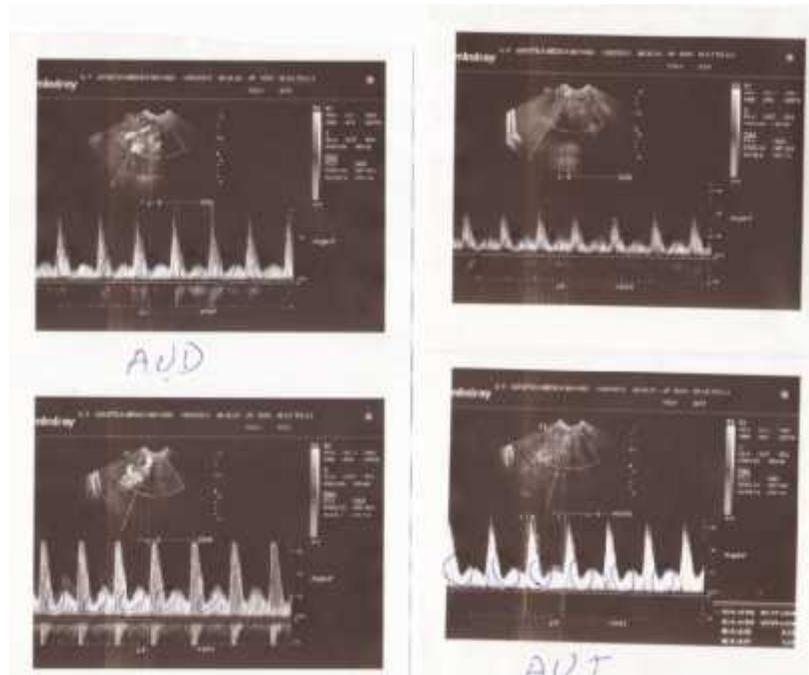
Estudio de flujometría Doppler (26.2 semanas). Presencia de muescas diastólicas
